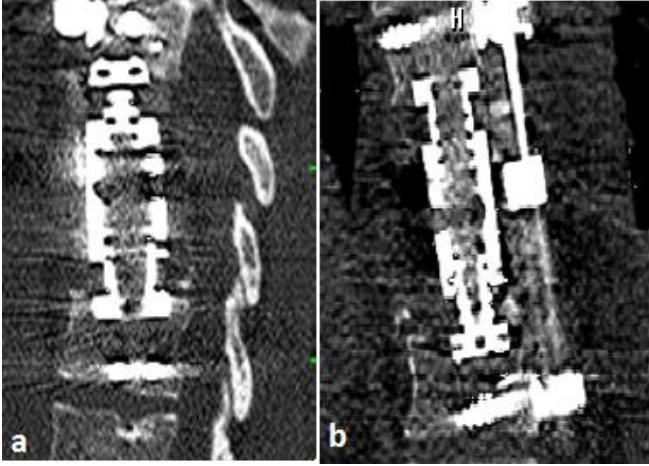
Pott hastalığına bağlı T8 ve T9 kırığı sagittal (a) ve axial (b) BT görüntüleri
